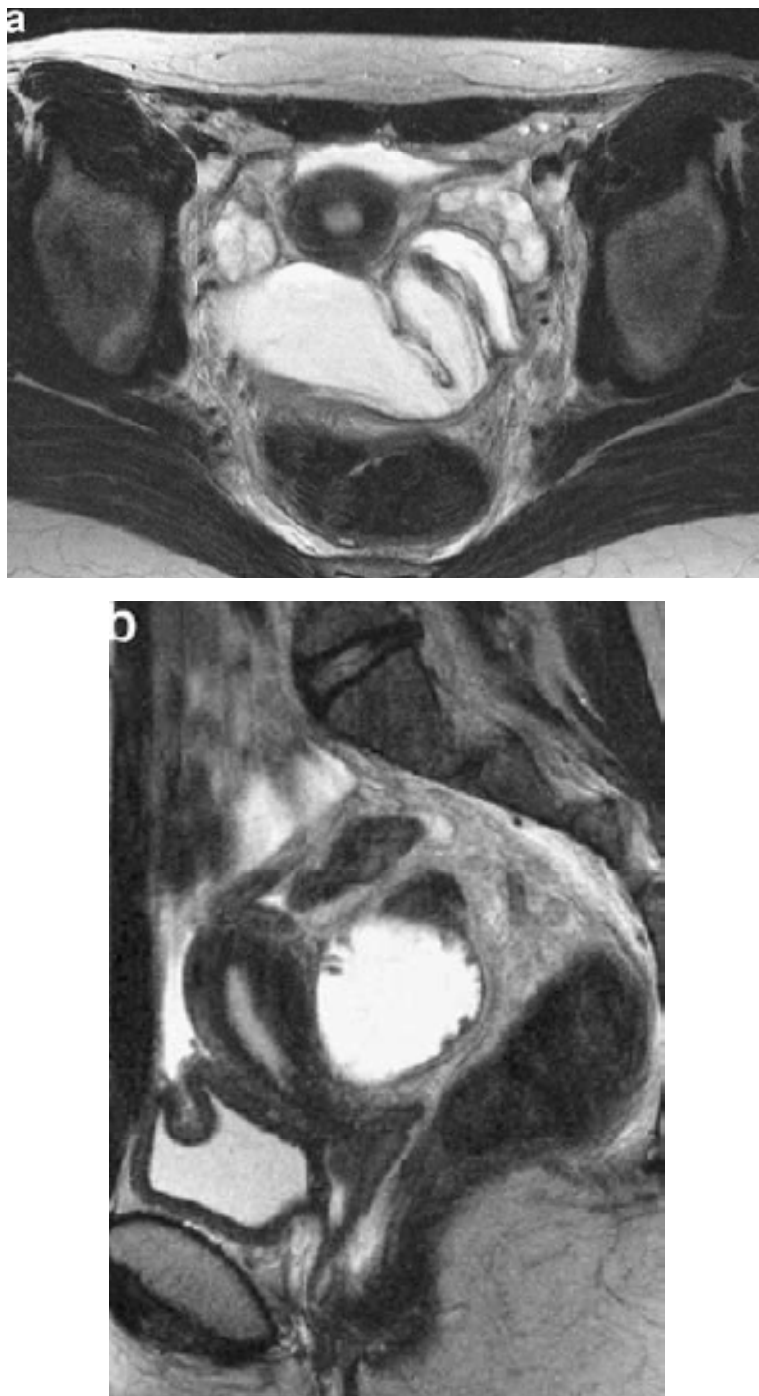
IRM d'une patiente de 12 ans qui présentait des douleurs pelviennes intermittentes depuis une semaine. La laparotomie avait objectivé une torsion sur trois tours de spires d'une trompe dilatée nécrotique.
